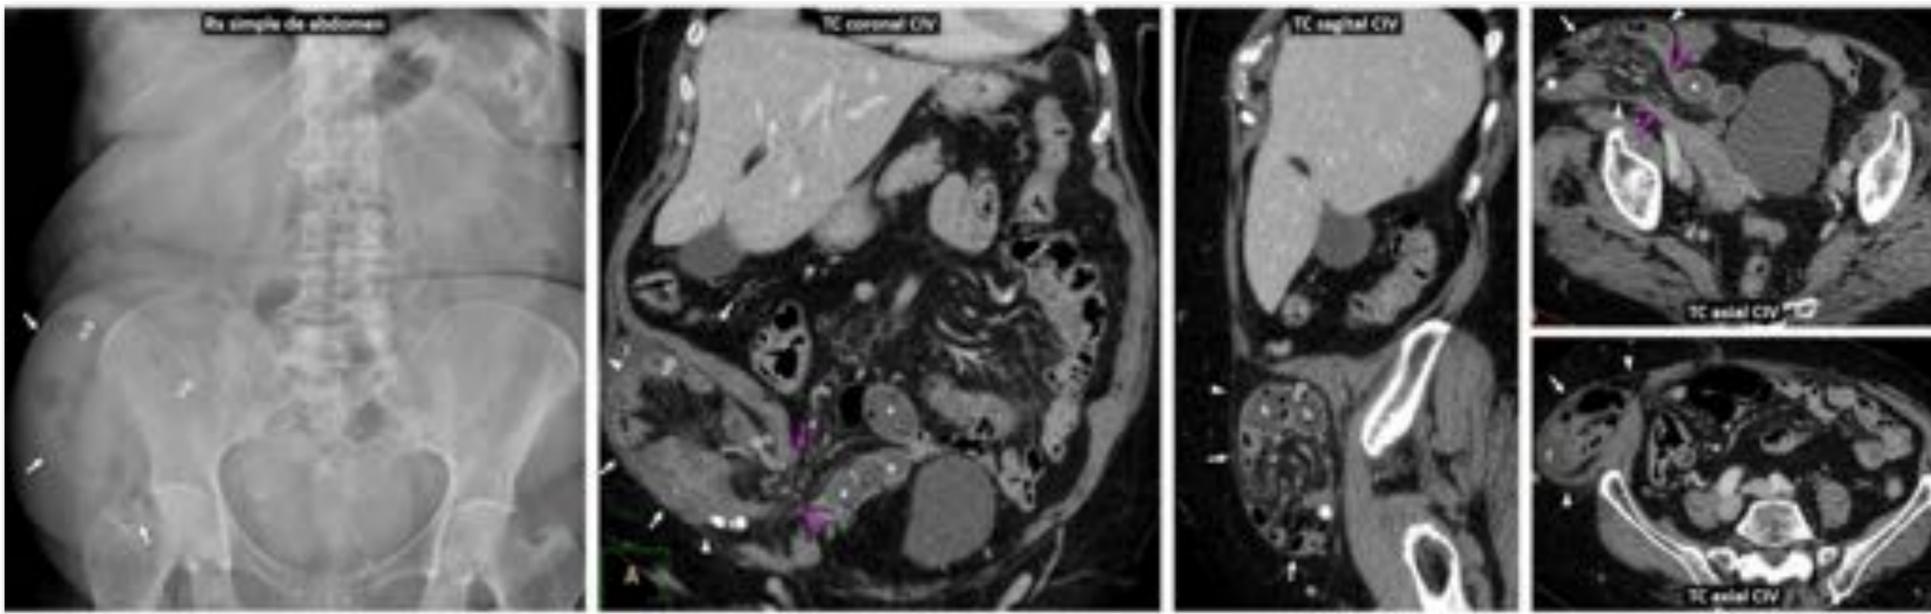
Hernia de Spiegel intraparietal incarcerationada, escasamente obstructiva, que se reduce durante la inducción anestésica. Mujer de 82 años. Dolor abdominal, náuseas y masa dura dolorosa en vacío derecho. Rx: gas de intestino delgado agrupadas en situación anómala lateral a la FID (flechas blancas), desplazando medialmente parte de la pared muscular lateral (flechas huecas). TC: voluminosa hernia de Spiegel incarcerationada cubierta por la fascia externa del oblicuo externo (cabezas de flecha) con líquido atrapado (l), el ovario derecho con algunas calcificaciones y un largo tramo de íleon distal con contenido pseudofecal (h). Flechas rosas: anillo herniario. Provoca leve dilatación de intestino delgado proximal (*). En la intervención no se encontró contenido intestinal en la hernia, revisándose la cavidad (con un tramo levemente congestivo, viable) y realizándose hernioplastia.
